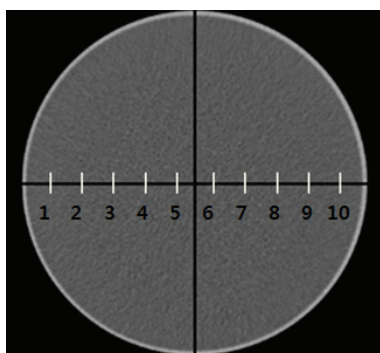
Measurement coordinate of traverse CT image
